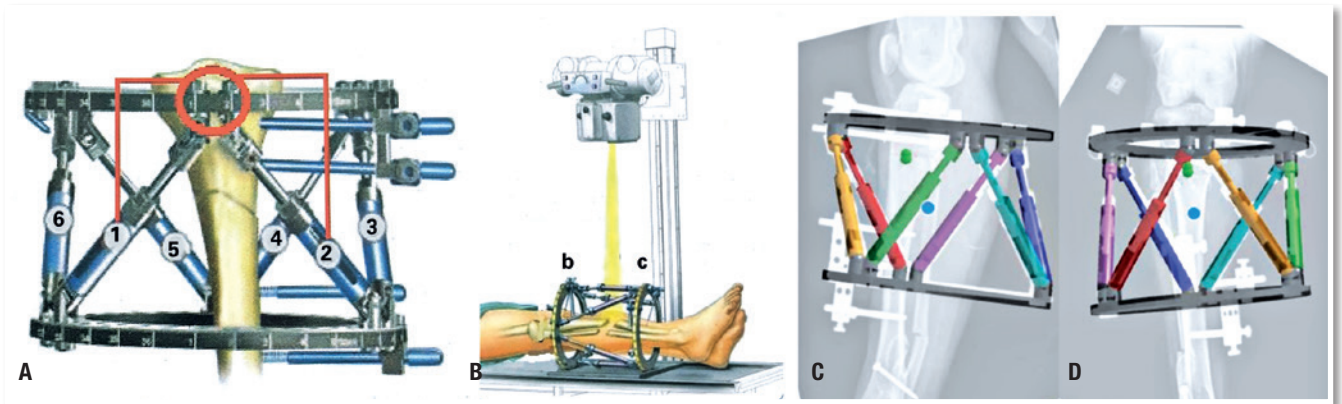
A. Ilustração da posição dos anéis e dos struts na sequência numérica anti-horária; B. Ilustração da técnica da realização do raio X com o fixador hexapodal; C e D. Imagem gerada pelo software a partir das radiografias perfil (C) e AP (D) pós-operatória
